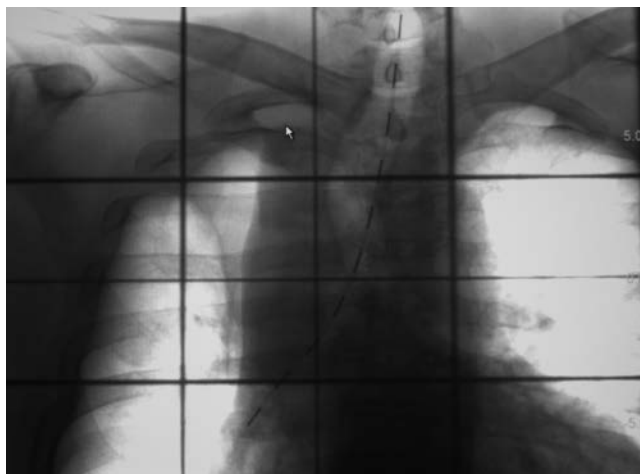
Рентгенологический контроль положения эндостата с рентгеноконтрастными маркерами.
